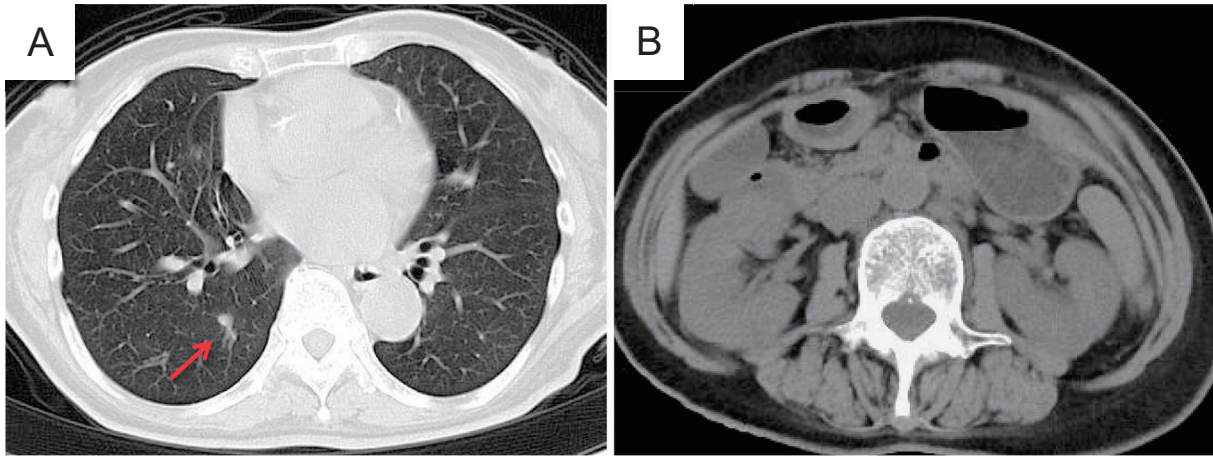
CT one month after nivolumab treatment showed a remarkable reduction in the lung nodule and the mass in the right kidney.
